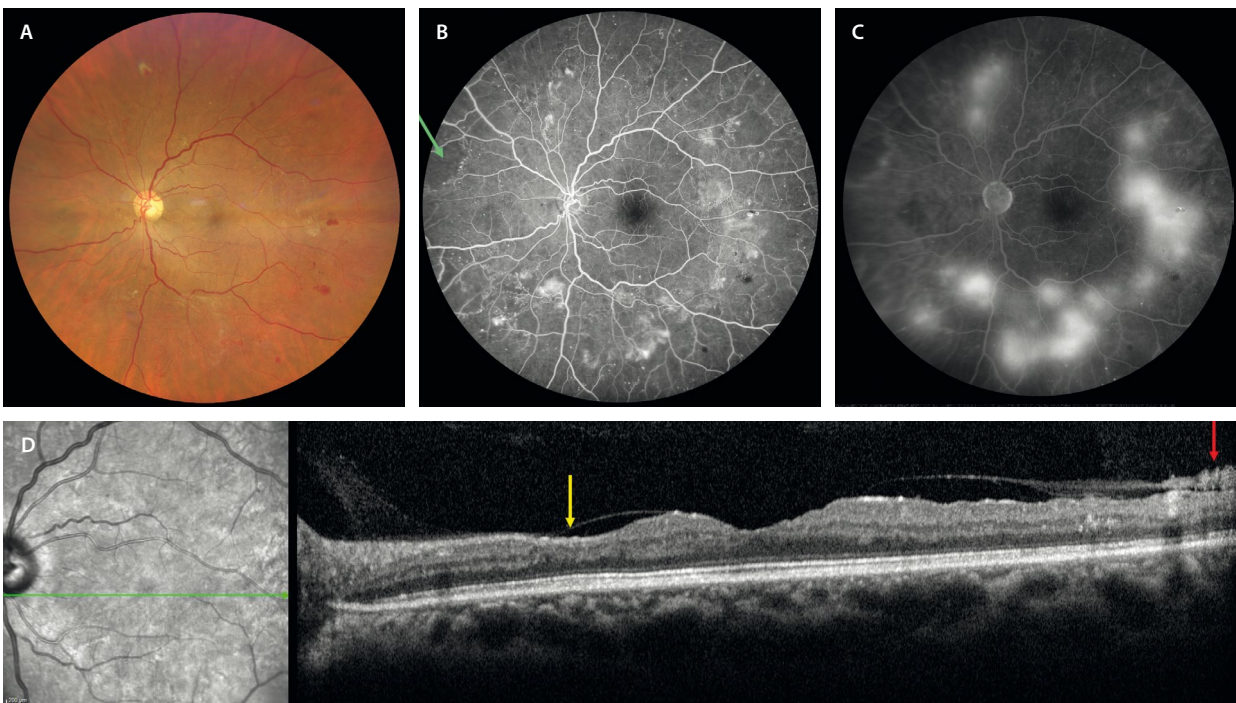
Retinopatía diabética proliferativa periférica. A) En la retinografía se aprecian neovasos como áreas rojizas arrosariadas o con forma de bulbo, pero muchos de ellos pasan desapercibidos. Es la angiografía con fluoresceína la que los identifica perfectamente como estructuras hiperfluorescentes en tiempos precoces (B) que fugan en tiempos tardíos (C). D) En la tomografía de coherencia óptica se identifican como estructuras hiperreflectivas prerretinianas (flecha roja); asimismo, se ven signos indirectos de isquemia con adelgazamiento focal de capas internas (flecha amarilla).
